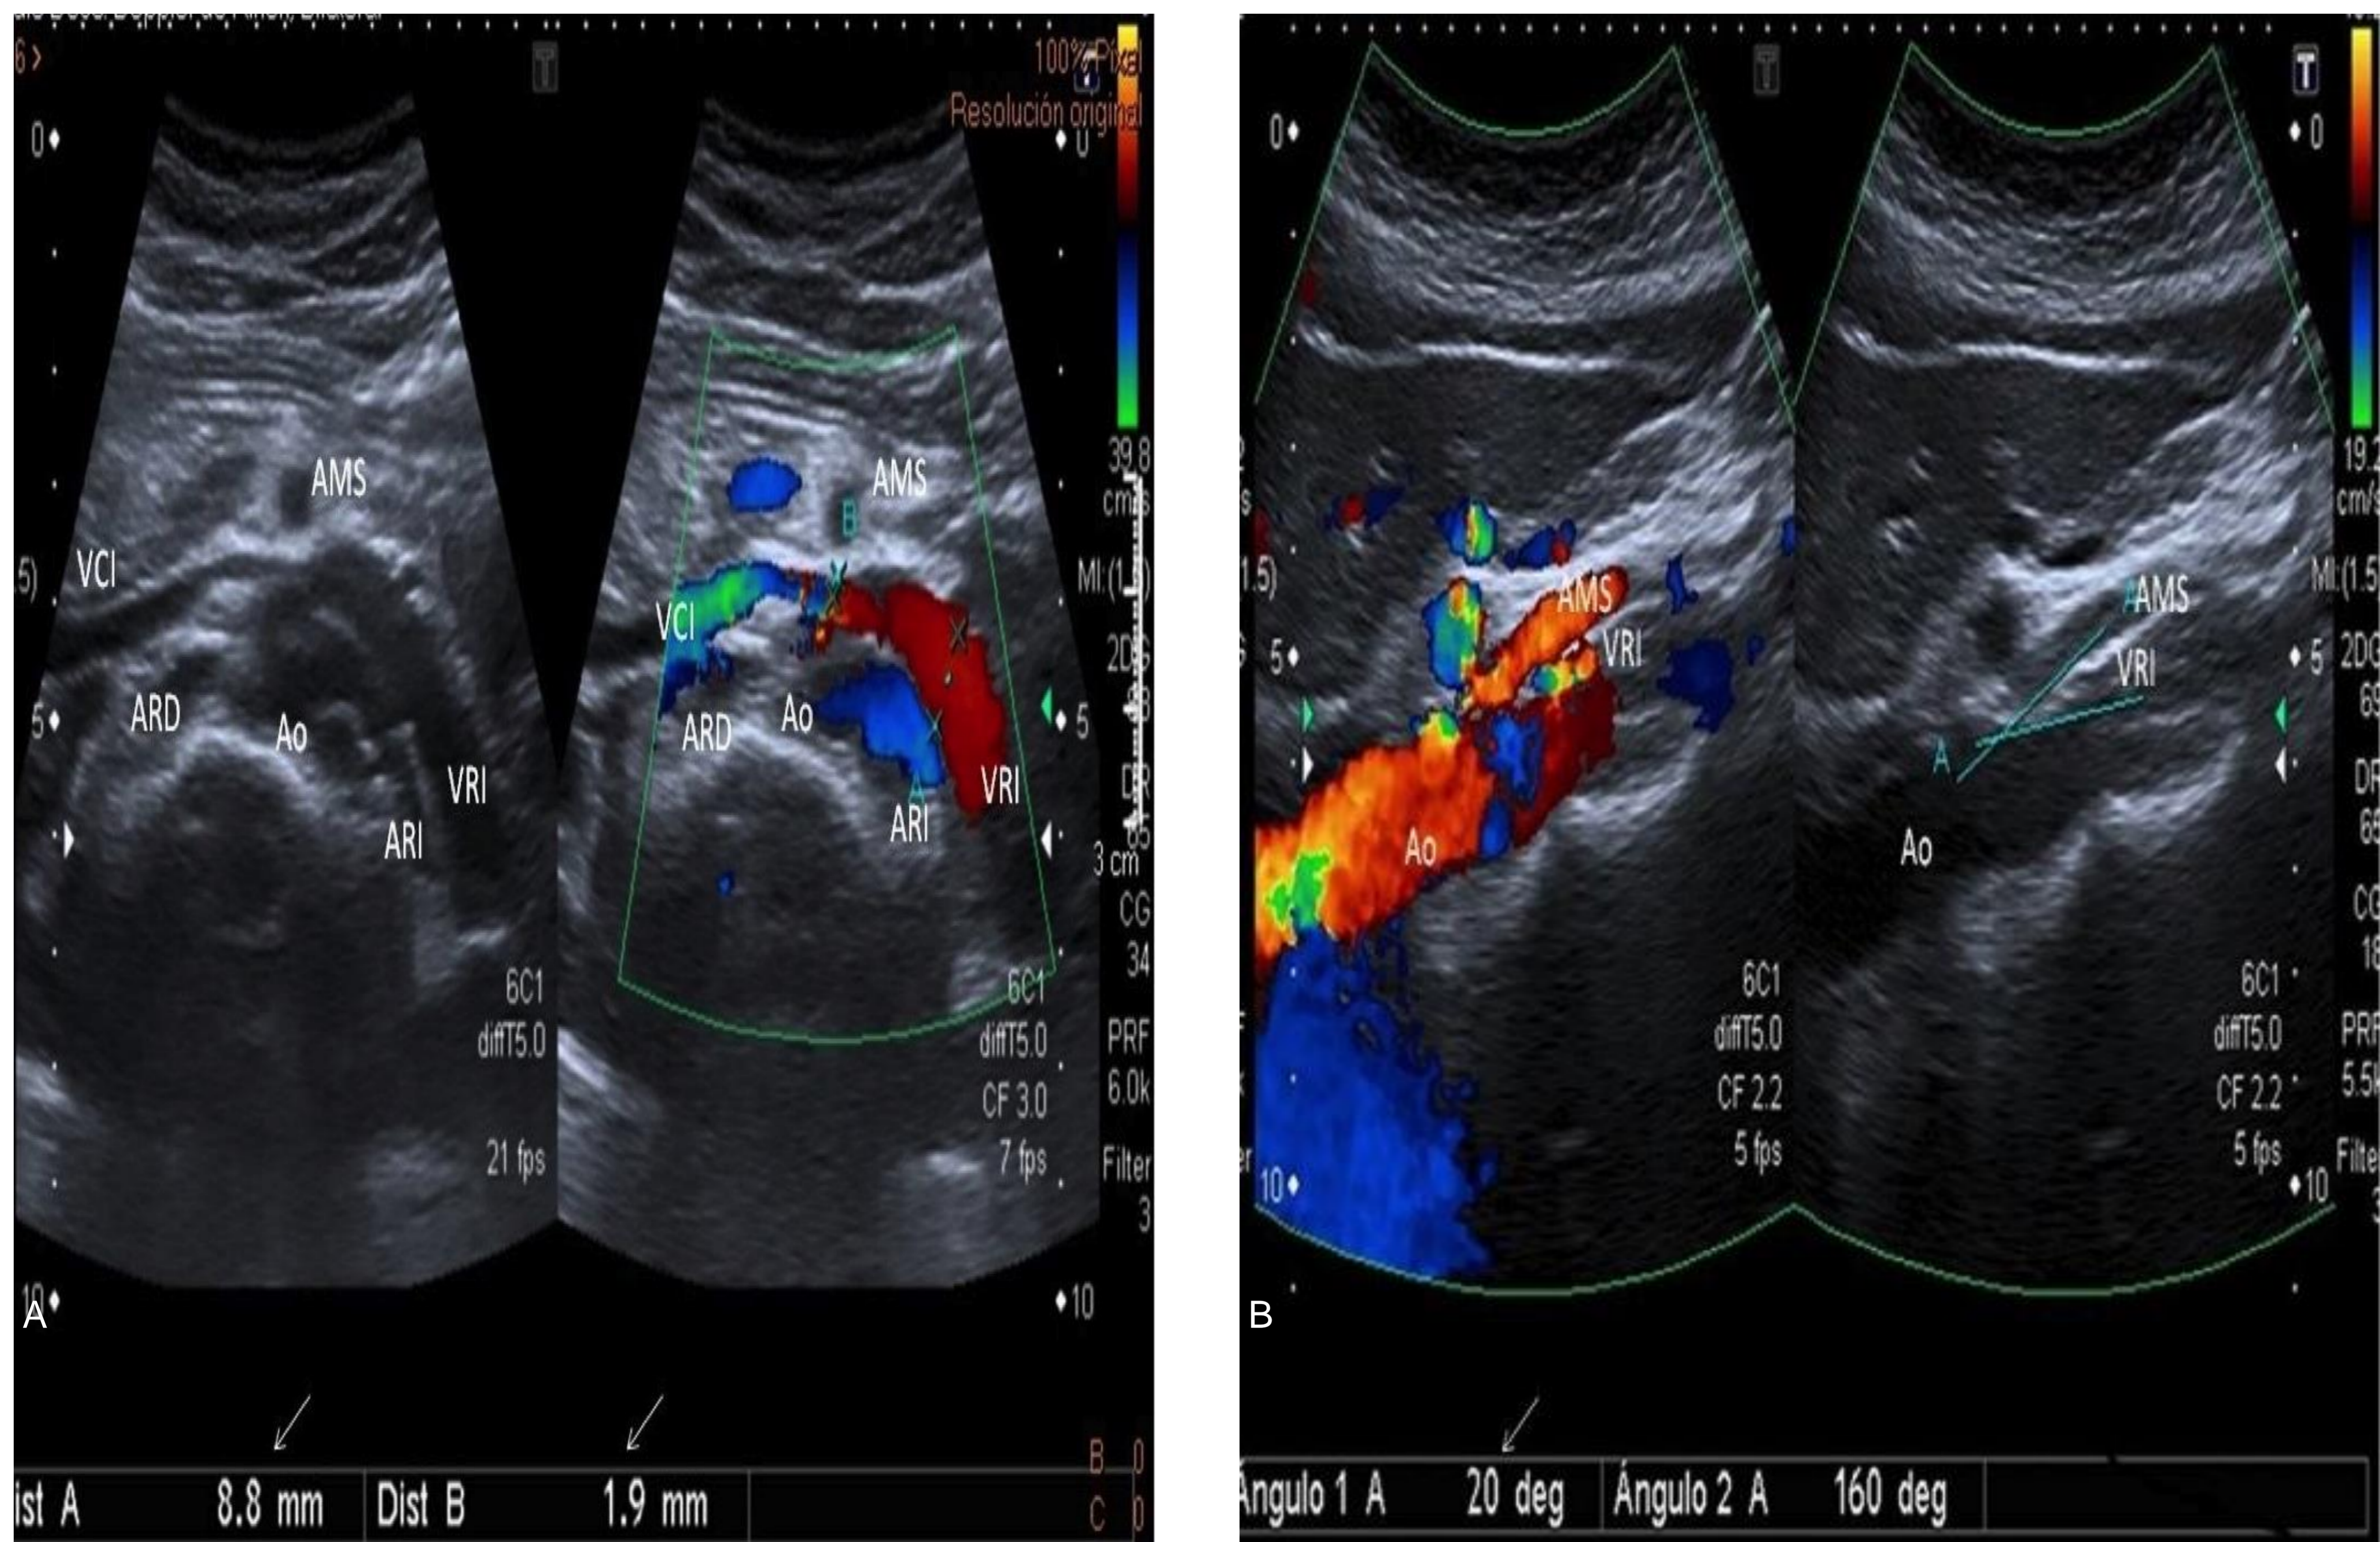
Ecografía Doppler: Síndrome del Cascanueces. A. Ratio patológica diámetros VRI hiliar y en pinza. B. Angulo aortomesentérico patológico. References: Servicio de Radiodiagnóstico. Hospital Universitario Virgen Macarena. Sevilla. España
